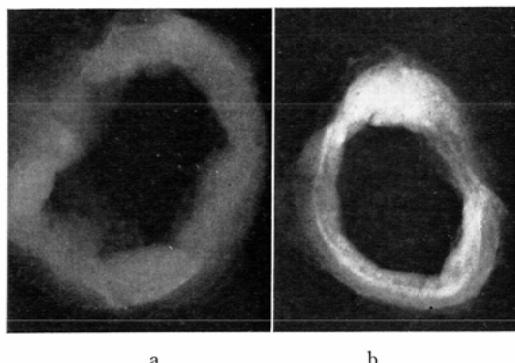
These X-rays show a dissected esophagus (transverse section). They were taken by soft X-ray method. On the left (a) we see an X-ray where no contrast medium has been infused, therefore there is no clear structure. On the other hand the X-ray on the right (b) shows another transverse section after being infused with contrast medium HCO-50 and immediately dissected. We can observe 3 layers in this transverse section.
